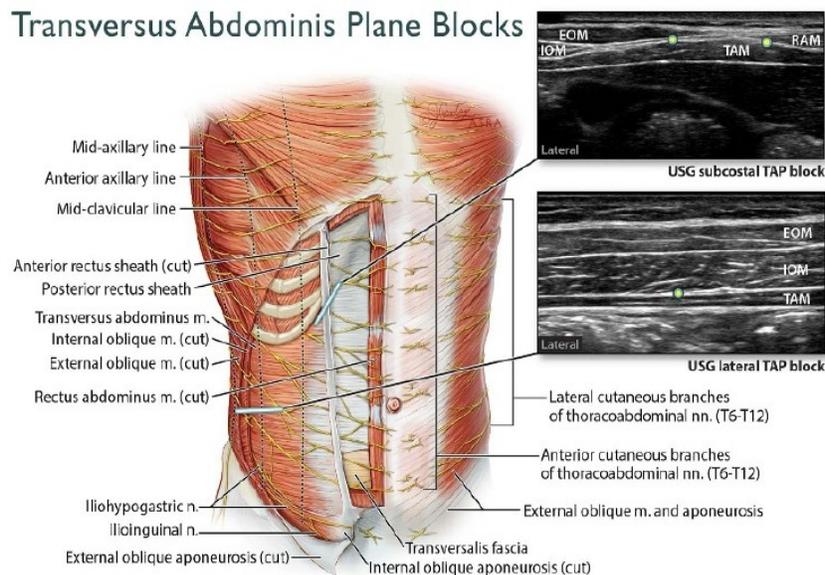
Anatomía de la pared abdominal anterolateral y de los bloqueos TAP lateral y subcostal guiados por ultrasonido (USG). EOM: Musculo oblicuo externo, IOM: Musculo oblicuo interno, TAM: Musculo transverso abdominal, RAM: Musculo recto abdominal. Los nervios T6 a T10 objetivos del bloqueo TAP subcostal guiado por ultrasonido, cuando emergen en el plano transverso abdominal por debajo del margen costal. El transductor es colocado paralelo y adyacente al margen costal (línea azul). Mas cerca de la línea media, el TAP es el plano entre el RAM y el TAM. EL EOM y el IOM, existen como aponeurosis en esta región, la cual contribuye a la formación de la hoja del musculo recto anterior. El EOM y el IOM, llegan hacer visibles una vez que el transductor se desplaza mas lateralmente a lo largo del margen costal. La inyección puede realizarse en múltiples puntos a lo largo del margen costal (círculos) o al insertar una aguja en plano en trayectoria a lo largo del margen costal. (Bloqueo TAP, abordaje subcostal oblicuo). Nótese que las ramas cutáneas laterales de los nervios toraco- abdominales no son cubiertas por el bloqueo. Los nervios T10 a T12-L1, objetivos del bloqueo TAP lateral guiado por ultrasonido. El transductor es colocado en una orientación transversa entre el margen costal y la cresta iliaca y la línea media axilar. La inyección se realiza en el TAP entre el IOM y TAM (circulo) con la aguja insertada usualmente en una dirección ante-posterior. El TAM, tiene una apariencia oscura hipo-ecoica característica y es usualmente mas delgado que el IOM.
